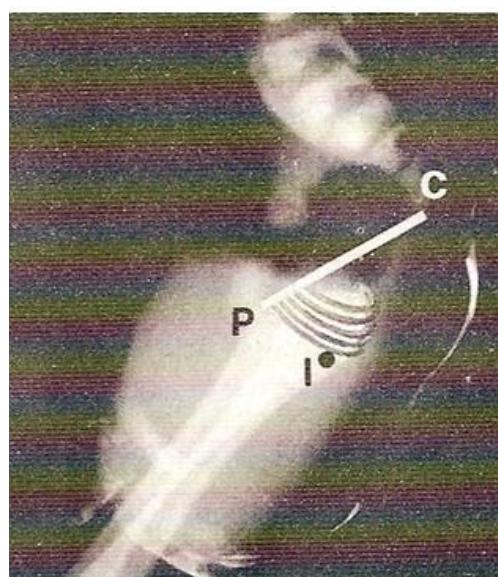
Carefully centered lateral X-rays of the pelvis with the infant inverted, reversed to the upright position for clarity, showing a "high lesion"; the shadow of the gas extends just below the 'PC line', but terminates cranial to the puborectalis muscle which extends as far down as the 'I point'.
